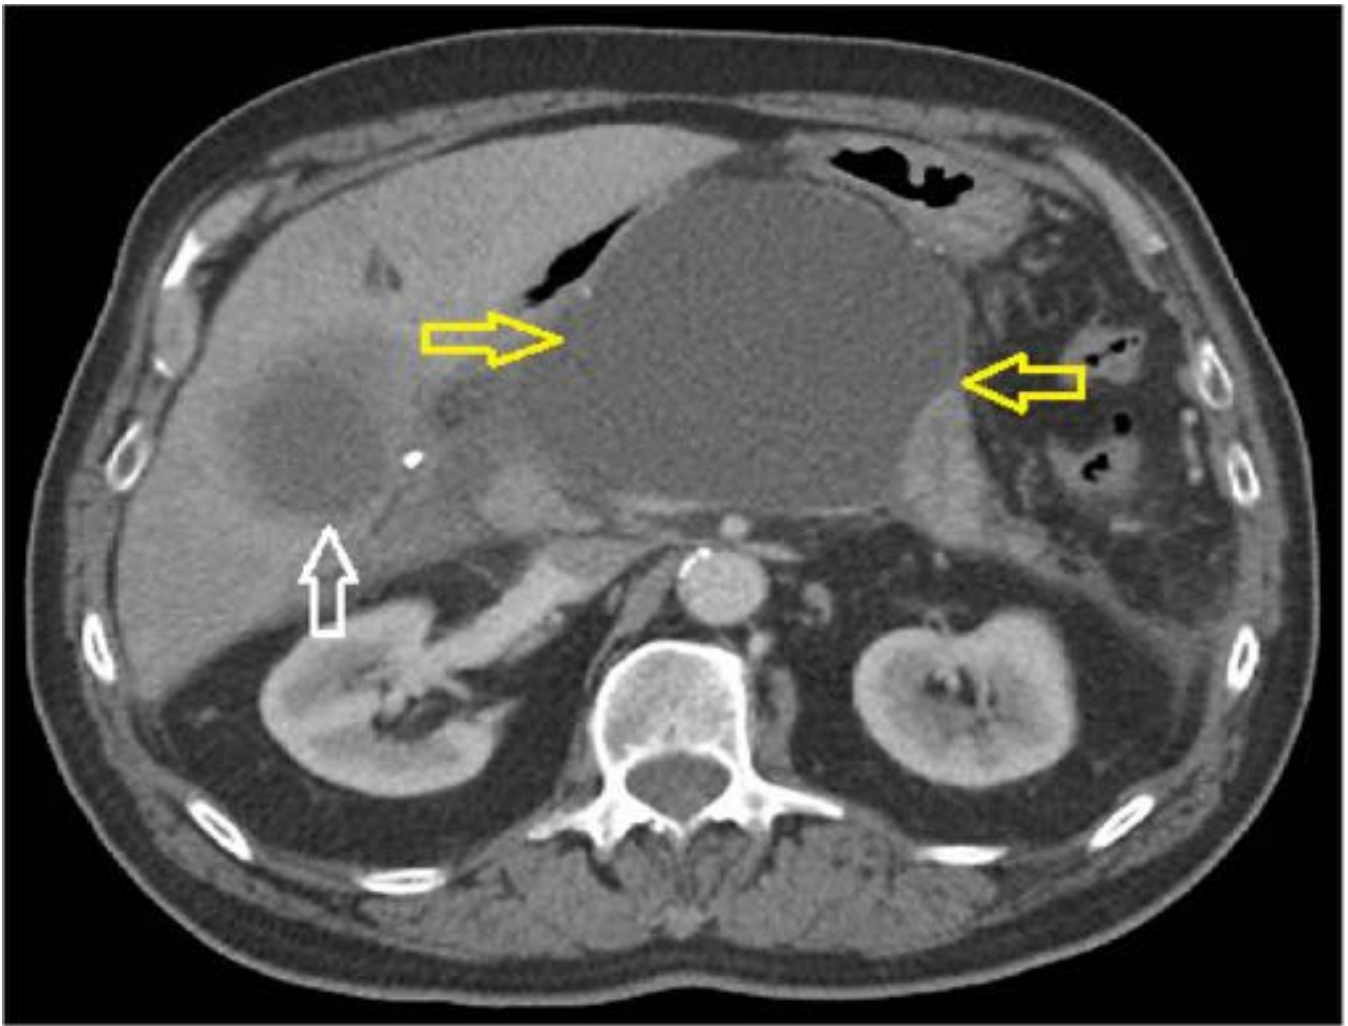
TC abdominal con CIV , plano axial. Paciente con fiebre y leucocitosis en su 6ta semana después de episodio de pancreatitis aguda, se observa gran colección pancreática (flechas amarillas) hipodensa homogénea compatible con pseudoquiste pancreático. En el lecho quirúrgico de la colecistectomía se identifica colección compatible con absceso (flecha blanca).
